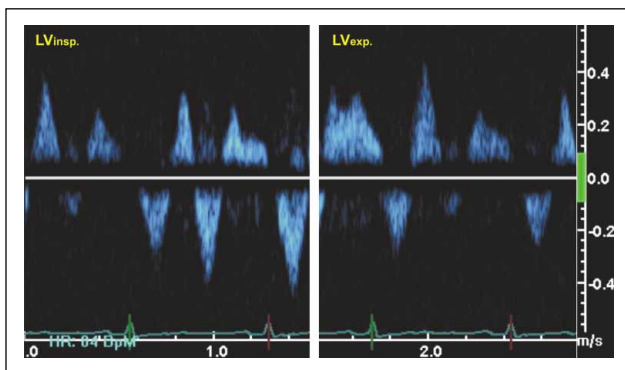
PW-Dopplersignal einer Lebervene: expiratorische Abnahme bzw. Umkehr des diastolischen Flusses
